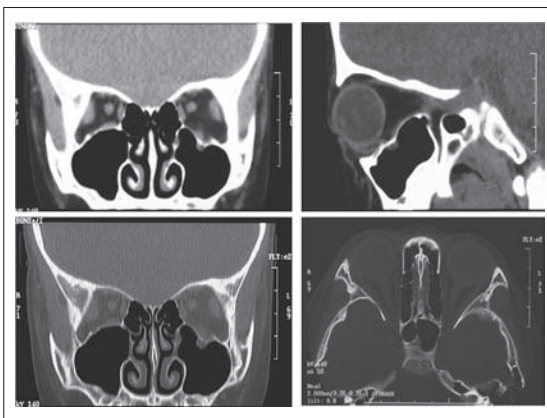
術前 CT (トラップドア症例 6 歳男児)
